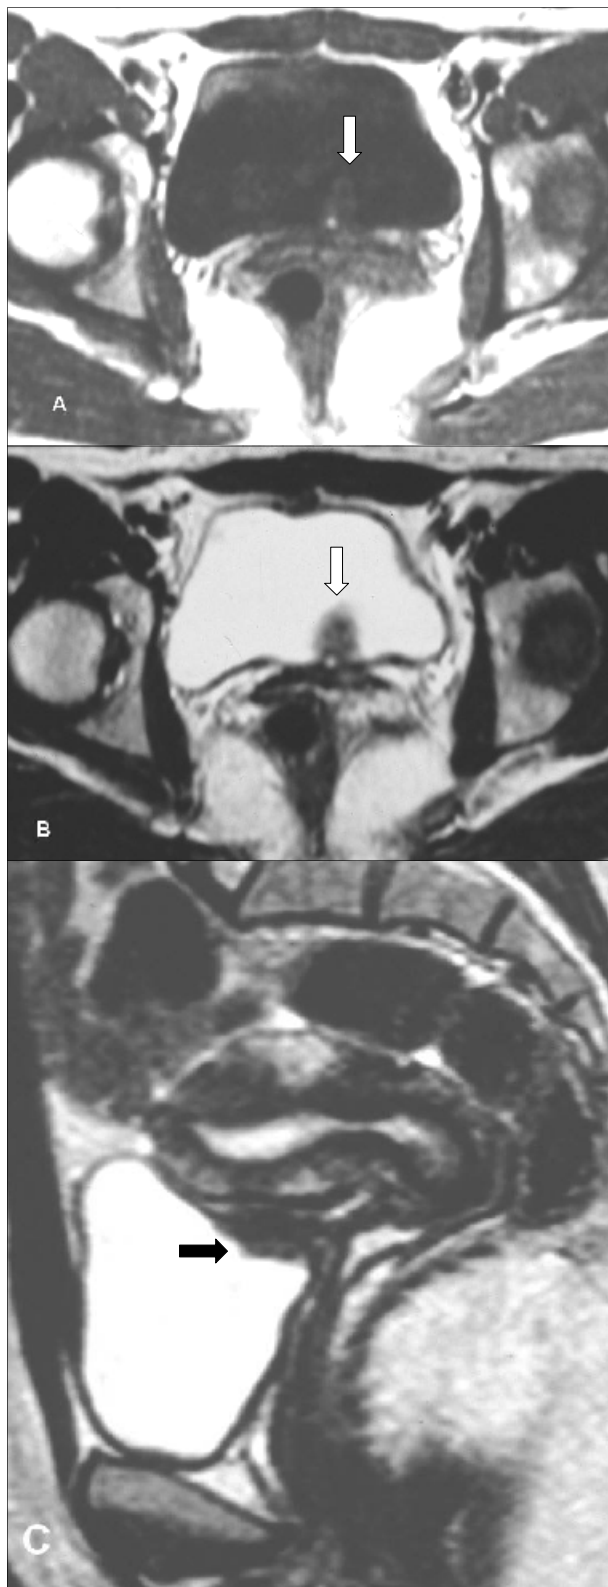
RM T1 axial (A), T2 axial (B), T2 sagital (C) e T1 axial com saturação de gordura e gadolínio e.v. (D). Lesão sólida, grosseiramente triangular, discretamente lateralizada à esquerda na parede posterior da bexiga, hipointensa em T1 e T2 onde se observa-se um foco hiperintenso em T1 e T2 correspondendo a sangue. Não existe contiguidade entre o segmento uterino anterior e a lesão. A massa demonstra captação ligeiramente heterogênea de contraste após injeção e.v de gadolínio.
